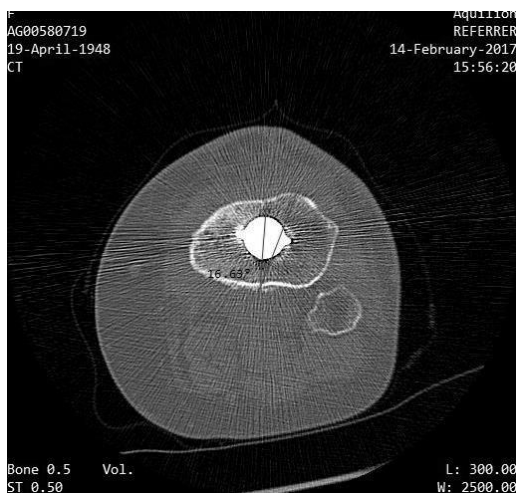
КТ-признаки внутренней ротации большеберцового компонента в архиве КТ- исследования пациентки
